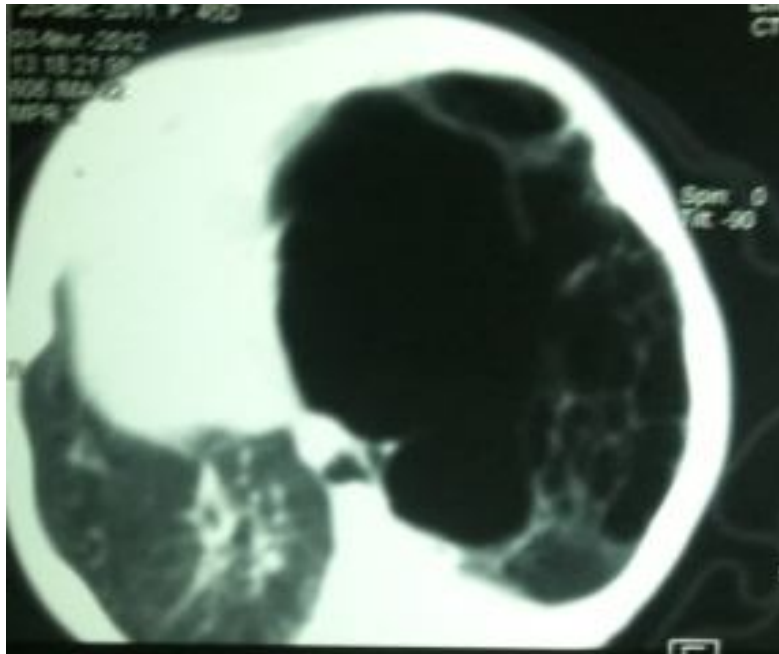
TDM thoracique montrant une MAKP inférieure gauche.
